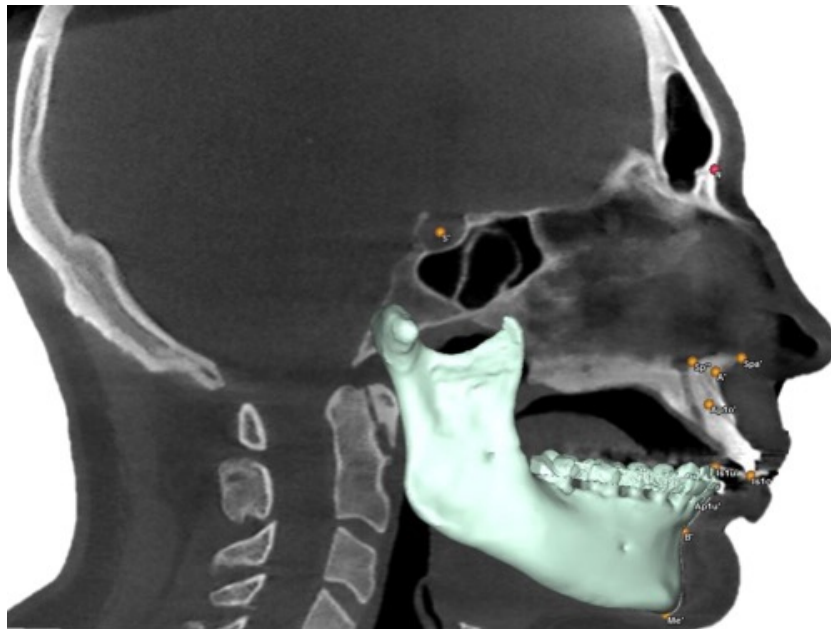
Laterale, sagittale Übersicht der kephalometrischen Referenzpunkte anhand der röntgenologischen Bildgebung und dem 3D-Modell in der Software ProPlan® CMF 3.0 (T2, T3).
